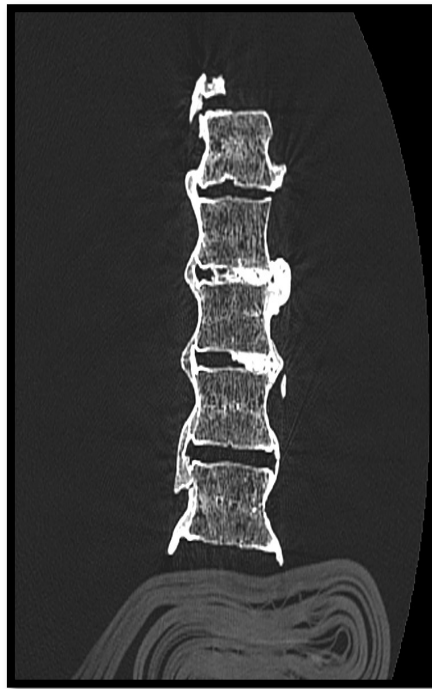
Caso 88. TAC 3D con reconstrucción tipo MPR.
